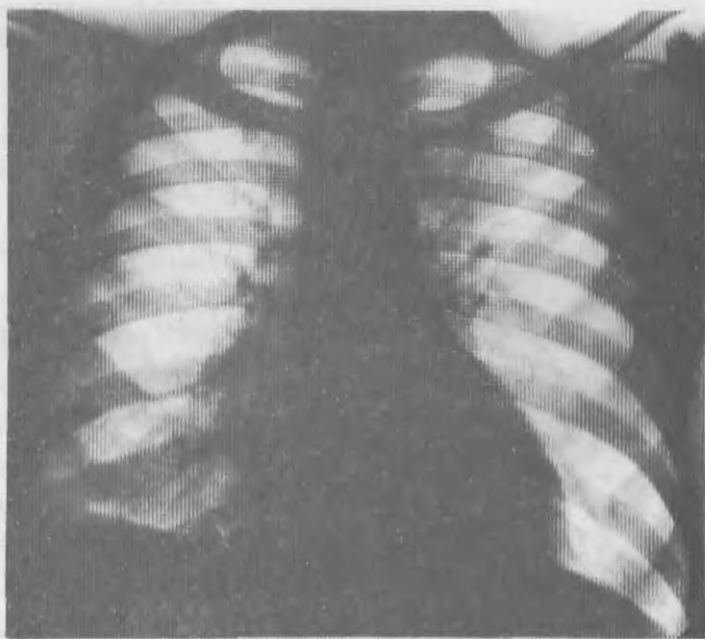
Рентгенограмма органов грудной полости в прямой проекции больного С., 28 лет. В правом костодиафрагмальном синусе тень экссудата. В медиальном отделе первого межреберья левого легкого и над левым куполом диафрагмы инфильтративные тени.
